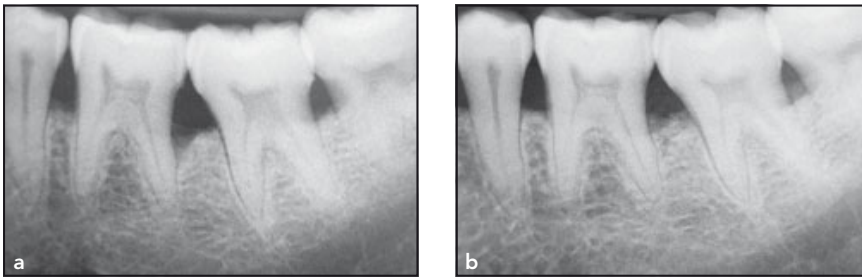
Kontrolldefekt (β -TCP). (a) Präoperative Röntgenaufnahme. (b) Röntgenaufnahme 9 Monate postoperativ.
